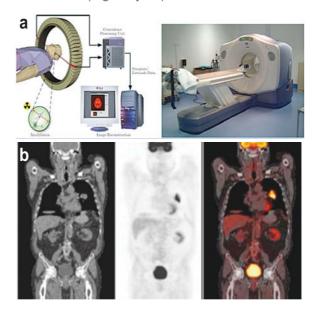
a) Cámara PET-CT. b). Fusión de imágenes PET-CT
